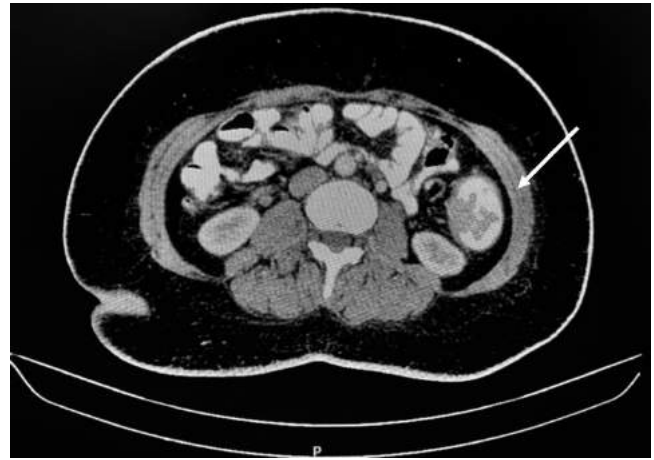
TAC de abdomen con contraste realizado durante la admisión en el que se muestra un tumor dependiente del colon sigmoides con gran compromiso de la luz intestinal.
